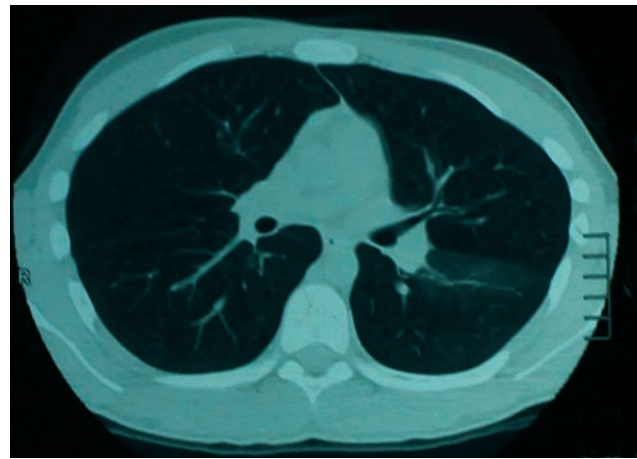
МС КТ ОГП при вступі до лікувального закладу
